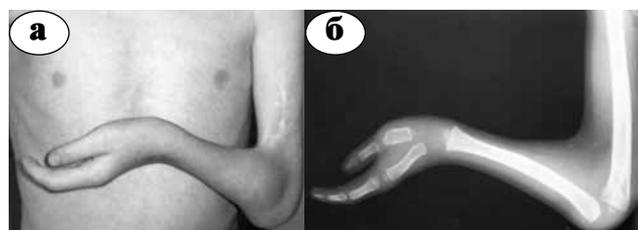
Пациент с ВСК локтевого сустава с двухпалой кистью: а – внешний вид; б – рентгенограмма
